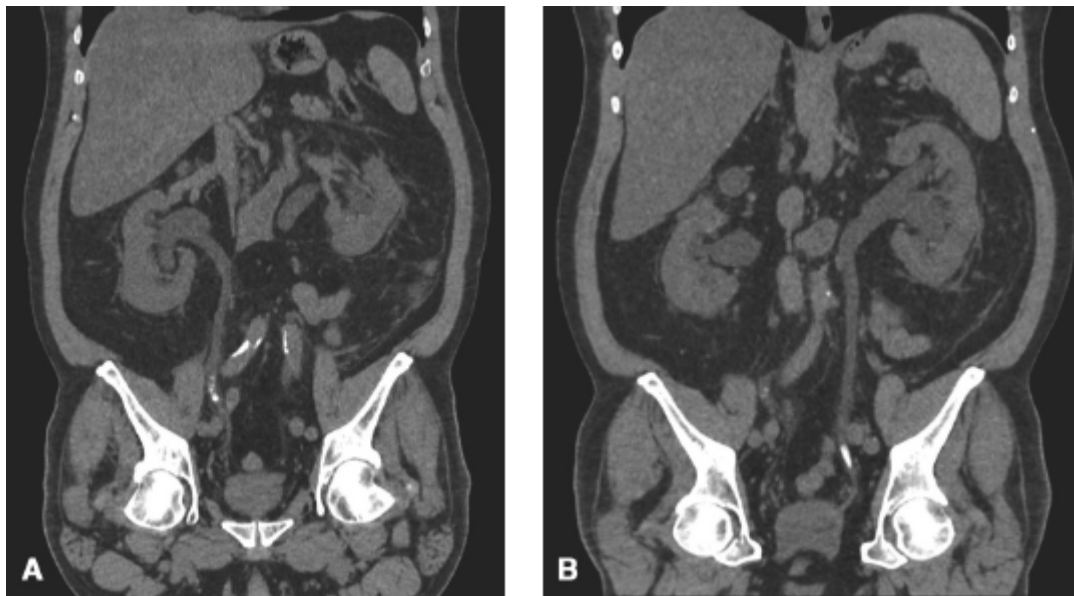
Hidronefrose. Tomografia computadorizada sem contraste iodado que mostra hidronefrose com cálculo ureteral à direita (A) e à esquerda (B). O paciente estava em anúria por 48 horas.
